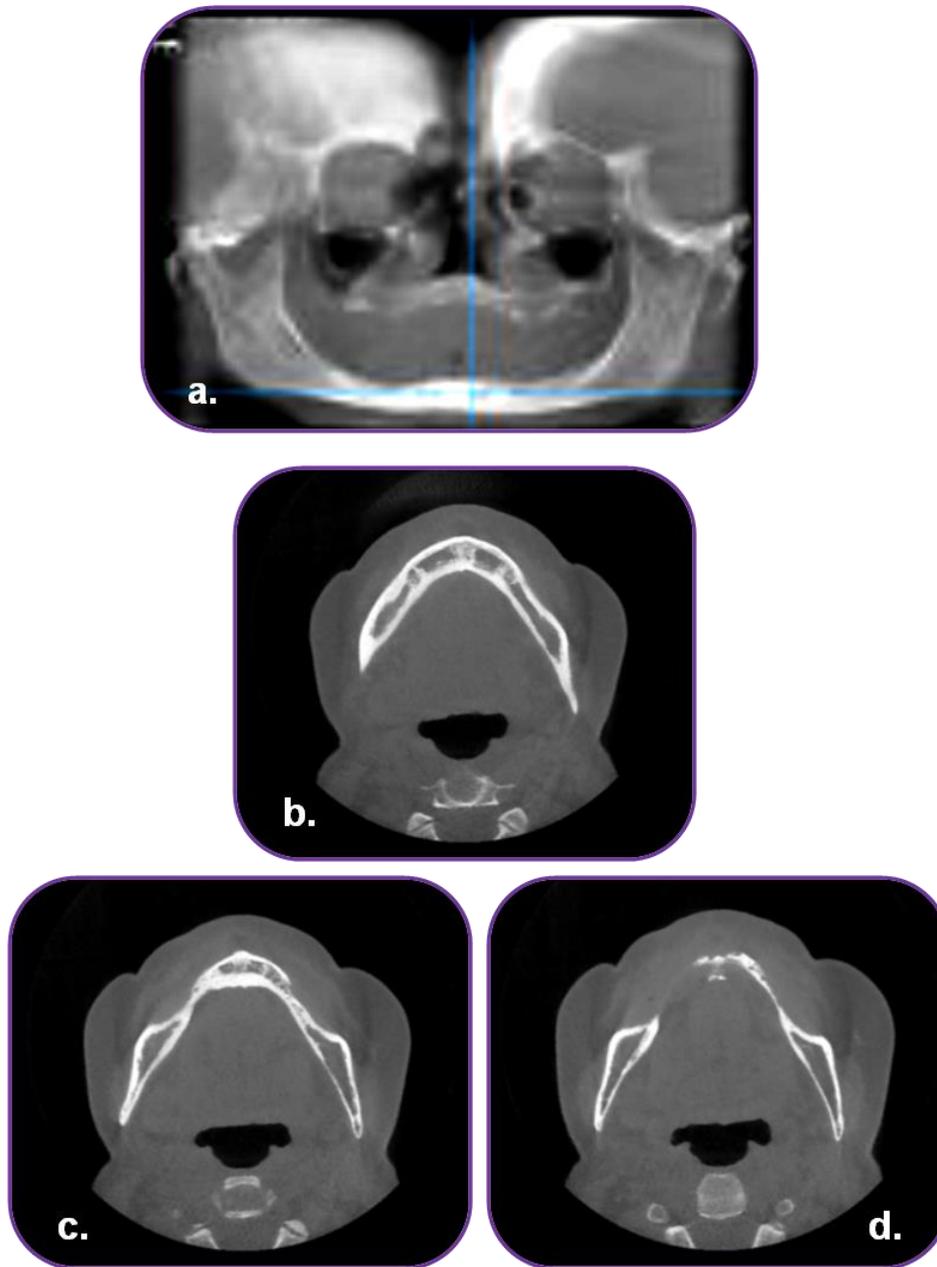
a. Radiografía inicial, se puede observar la excesiva resorción mandibular, sin patologías, b, c y d. Tomografía computarizada donde se ve la gran pérdida ósea sobre todo en la parte derecha e izquierda de la mandíbula. *Fuente Directa.*
